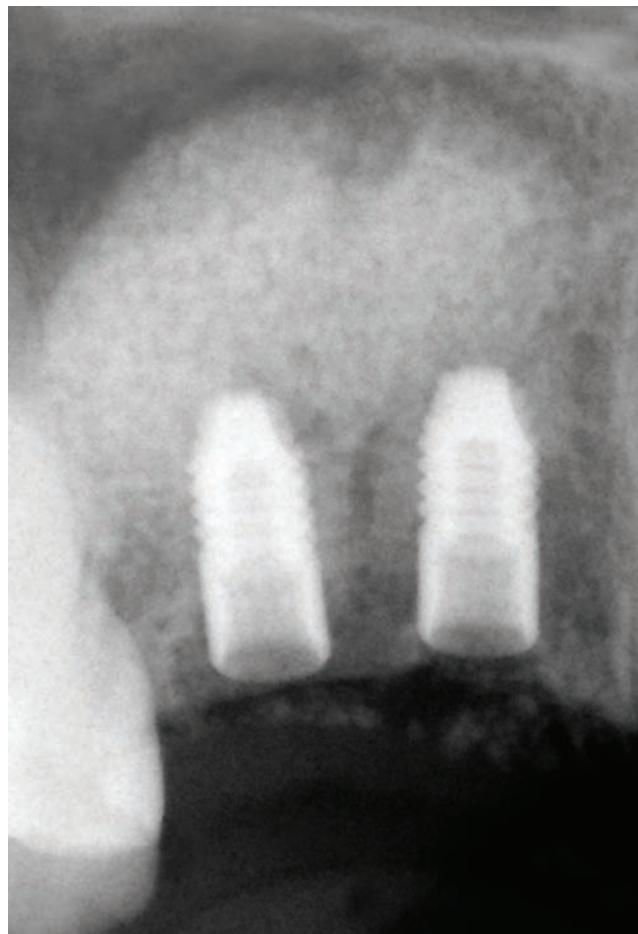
Control X-ray intraoral photo taken after sinus lift procedure and simultaneous 14 and 15 implantation.
